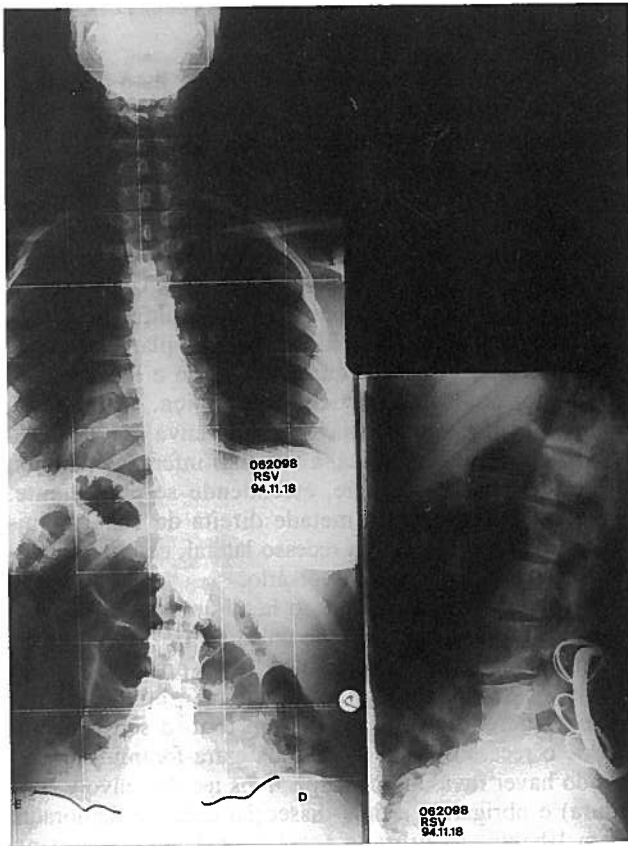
Radiografia actual (2 anos após a operação) da coluna vertebral da mesma doente, em dois planos e em carga, onde se nota a escoliose residual.
